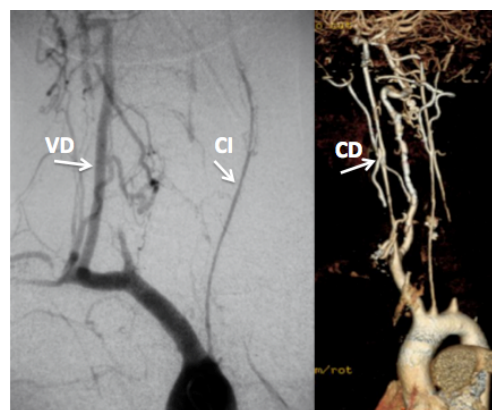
Angiografía de arco aórtico y TC de mujer de 20 años con AT tipo III. Oclusión total de ambas subclavias. Perfusión cerebral a través de arteria vertebral derecha (VD) y ambas carótidas comunes (CD, CI), severamente estenóticas
